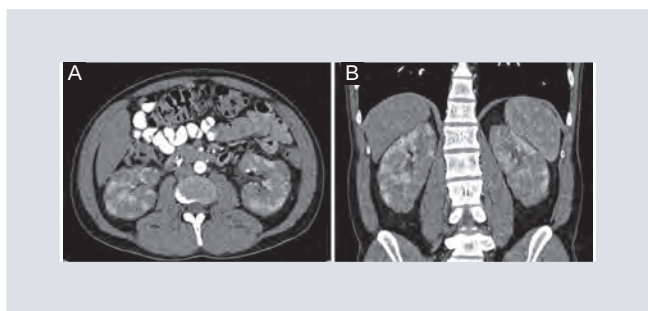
Lesión renal en enfermedad relacionada con inmunoglobulina (IgG4). Corte axial (A) y corte coronal (B) de una tomografía computarizada con contraste intravenoso en fase arterial. Se observan imágenes hipodensas de aspecto redondo que afectan la corteza renal.
